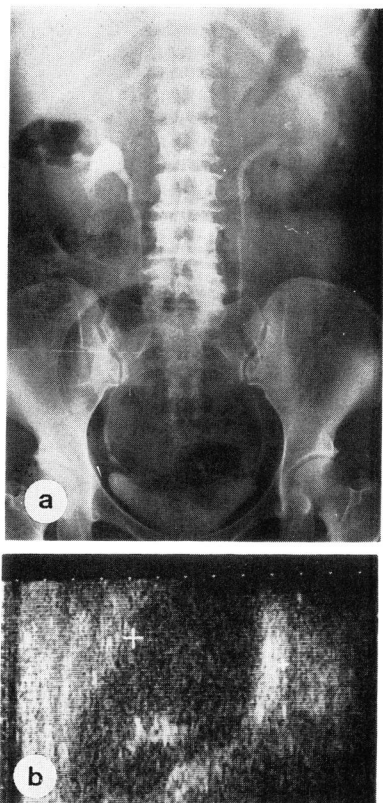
Non-visualized upper calyx in IVU (a), and a echoic mass swelling in USG (b).
